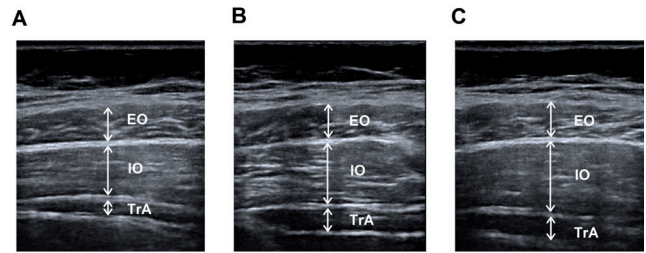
Ultrasound imaging of the lateral abdominal wall. A: resting, B: hollowing, C: Bracing. EO - external oblique, IO - internal oblique, TrA - transverse abdominis
